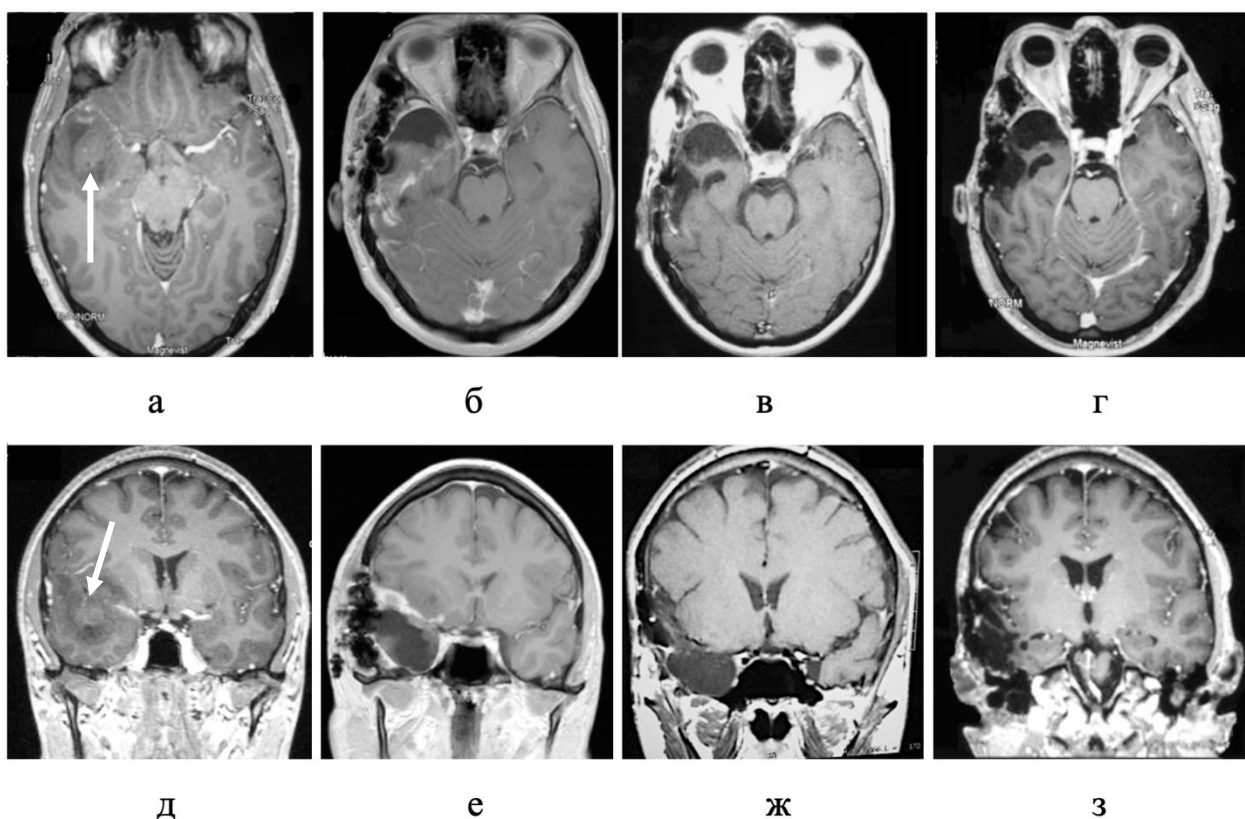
Нейробластома правой височной доли у пациента С-ов Ю.Л. (И/б 1394/2011). Данные нейровизуализационной диагностики: а, д – Магнитно-резонансная томография головного мозга до операции, опухоль не накапливает контраст (белая стрелка); б, е – Магнитно-резонансная томография головного мозга после субтотальной резекции опухоли; в, ж – Магнитно-резонансная томография головного мозга после полихимиотерапии по схеме цисплатин+этопозид (6 циклов). Полный ответ на терапию; г, з – Магнитно-резонансная томография головного мозга спустя 6 месяцев наблюдения за пациентом, сохраняется полный ответ на терапию
